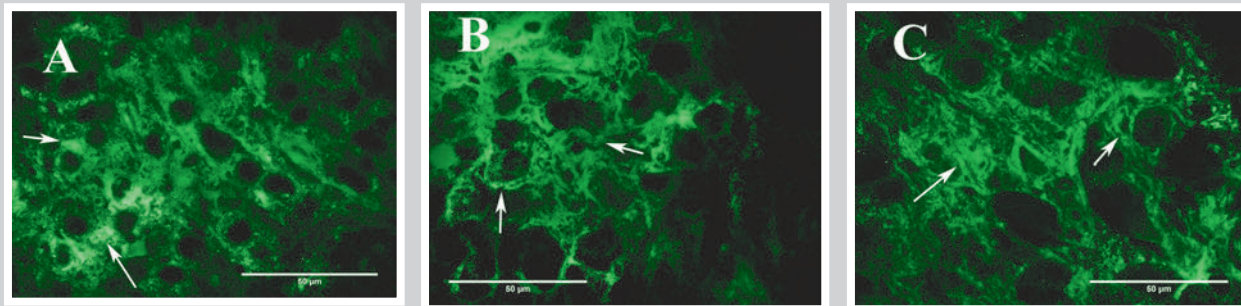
Pattern of the eNOS expression in neurons of Arc in Wistar (A), SHR (B) and ESM (C). Indirect immunofluorescence, 400 \times . Arrows show IRM to eNOS.
